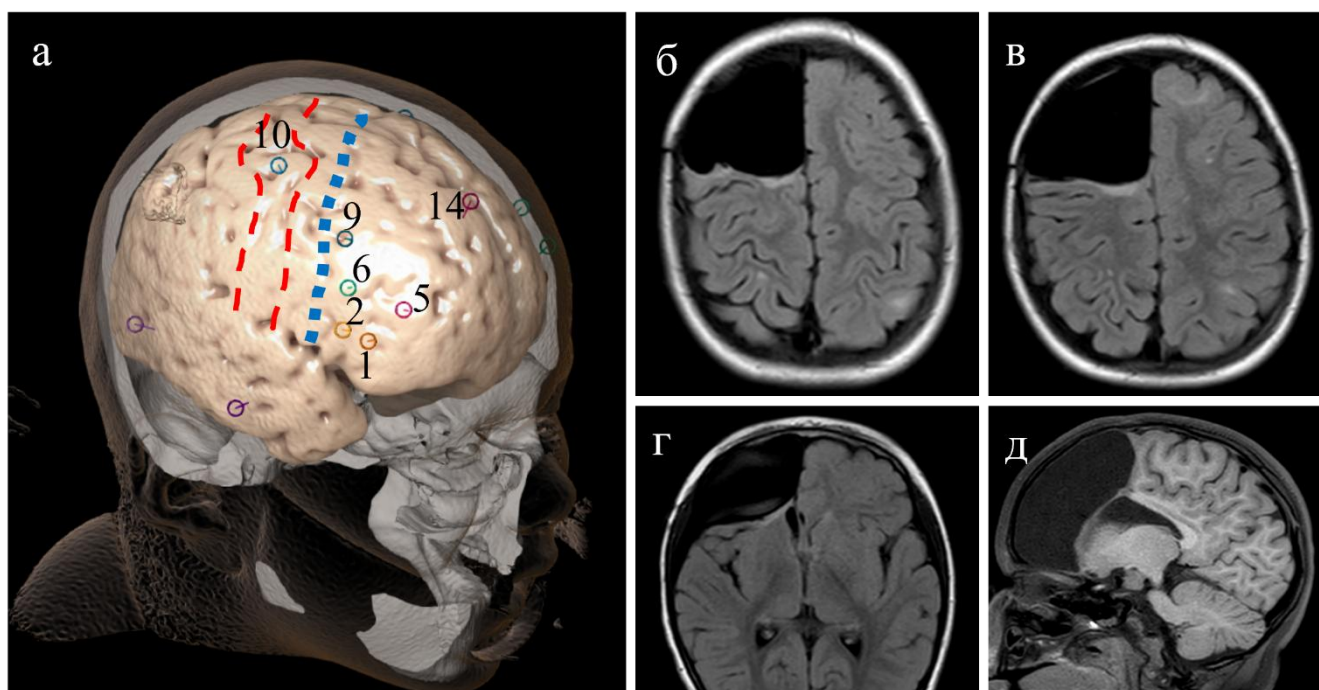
Планирование операции и МРТ контроль: (а) 3д-модель головного мозга с иллюстрацией запланированного объема операции, красной пунктирной линии отмечена прецентральная извилина и синей пунктирной линией задняя граница резекции; (б-д) МРТ головного мозга после проведенной операции, режим T1 FLAIR [собственное наблюдение]
